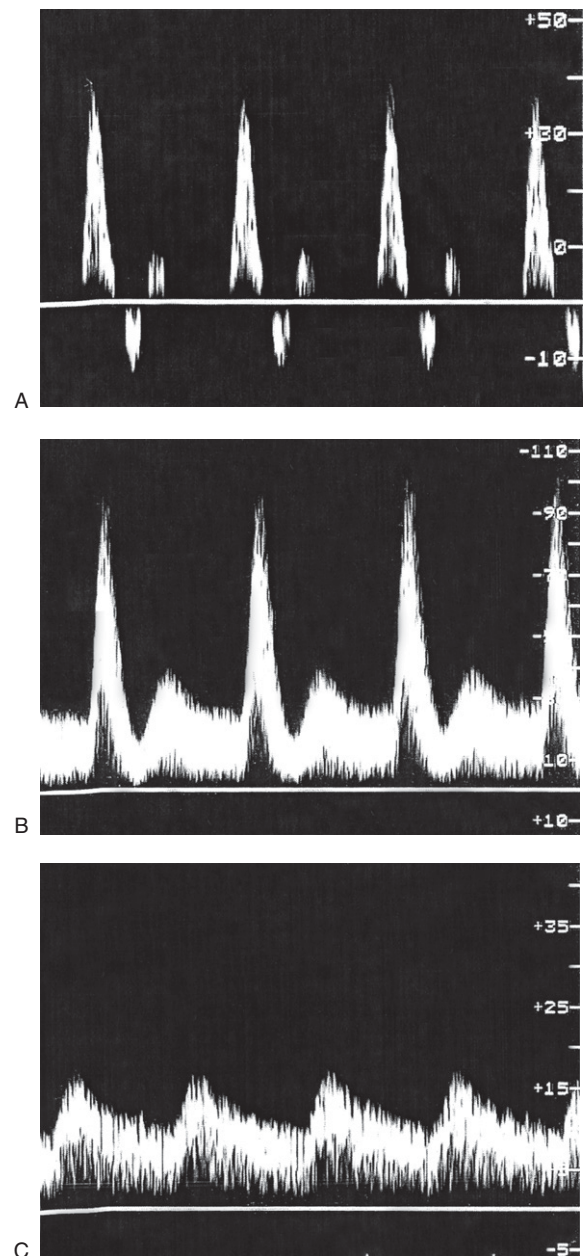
Die von einer normalen A. dorsalis pedis im Fuß abgeleiteten Dopplerspektren zeigen in Ruhe einen bidirektionalen Fluss (A) und nach Belastung einen monophasischen hyperämischen Fluss (B). (C) zeigt distal eines Verschlusses im Fuß einen monophasischen Blutfluss mit geringem Flussvolumen.
